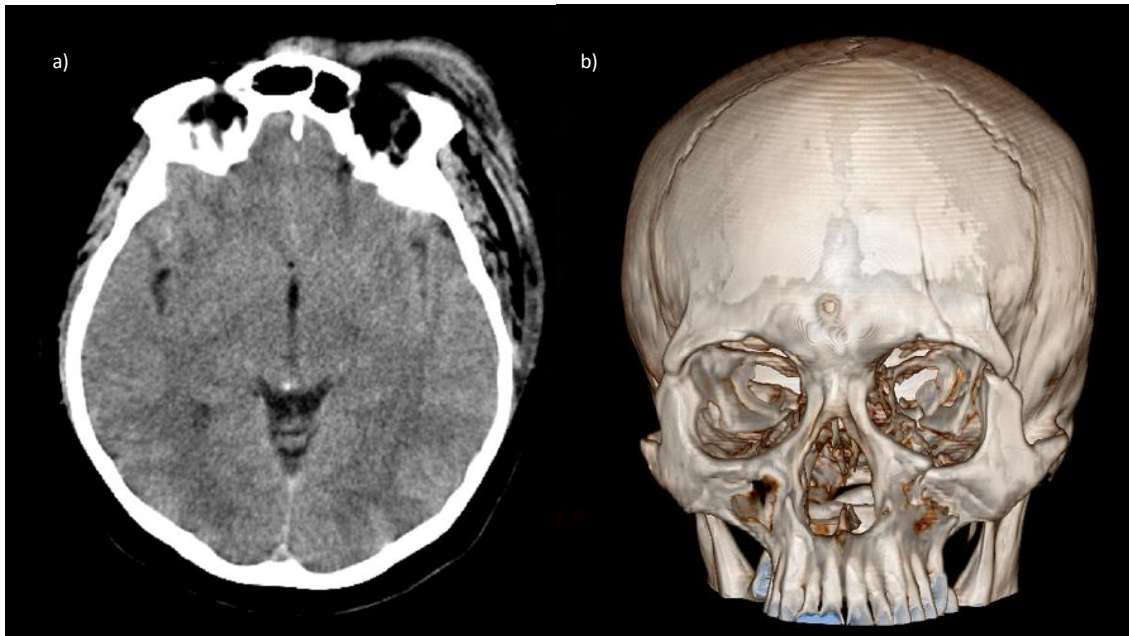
Paciente femenino de 59 años con diagnóstico de TCE leve tras sufrir caída de 10 escalones. a) Corte axial de tomografía de cráneo simple en ventana para parénquima cerebral donde observamos la presencia de hemorragia subaracnoidea en cisura de Silvana derecha. b) Reconstrucción 3D donde se identifica fractura frontal izquierda. Cortesía del departamento de Imagenología del Hospital General de Mexicali.
